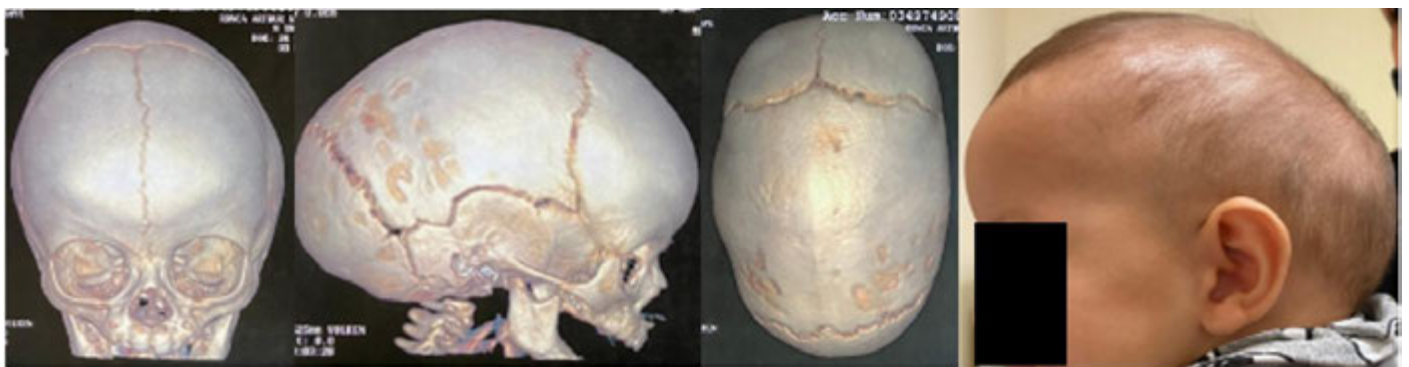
TC e imagem de escafocefalia, paciente 3.
